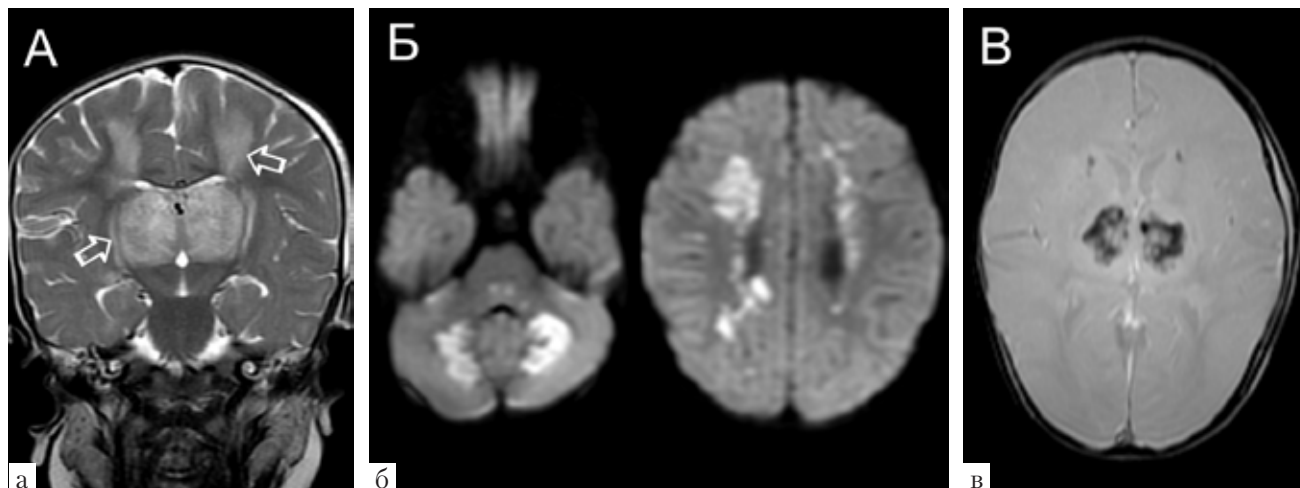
МРТ головного мозга ребенка Ш., 11 мес., 3-й день от начала заболевания. В режимах T2-ИП (а) и DWI (б) видны очаги гиперинтенсивного МР-сигнала в таламусах и семиовальных центрах, а также в белом веществе мозжечка и задних отделах варолиева моста. Режим T2×GRE (в) демонстрирует геморрагическое пропитывание таламусов
